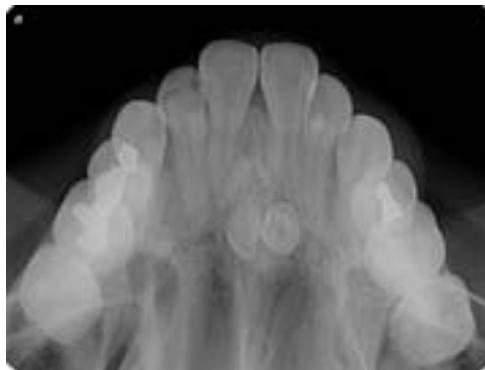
Radiografía Oclusal. ¹⁷
